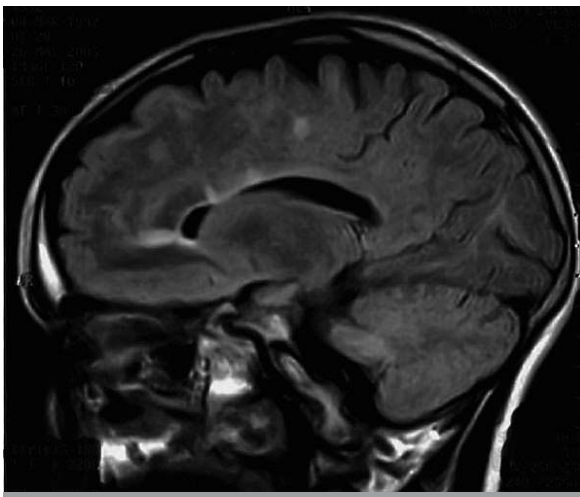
RMN de cerebro, FLAIR parasagital con lesiones ovoides perpendiculares al eje mayor del cuerpo calloso (dedos de Dawson) en un niño de 11 años, correspondiente a su primera recaída, NO retrobulbar izquierda. El primer evento clínico ocurrido 20 meses antes se caracterizó por diplopía de 7 días de evolución debida a una oftalmoplejía internuclear. Diagnóstico: EM pediátrica (juvenil).
